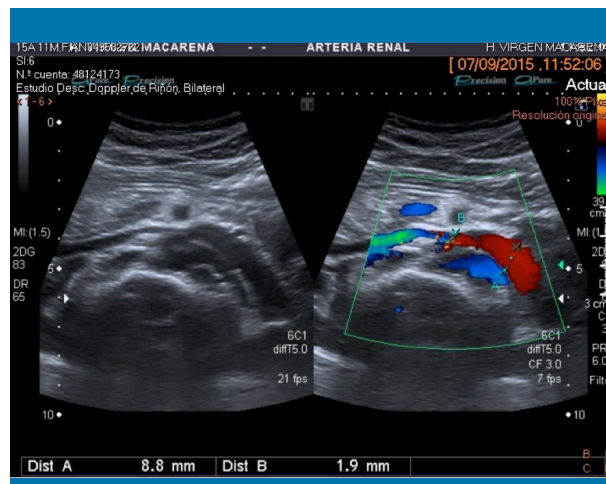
Vena renal izquierda (VRI) cruzando la pinza aortomesentérica para drenar en vena cava inferior (VCI). Calibre de la VRI en región hiliar (antes de la pinza): 8,8 mm. Calibre VRI en la propia pinza entre la aorta (Ao) y la arteria mesentérica superior (AMS): 1,9 mm. Por tanto, ratio patológica (>4). ARD: arteria renal derecha; ARI: arteria renal izquierda; VCI: vena cava inferior. Cortes transversales. Izquierda: modo B; derecha: Doppler color
